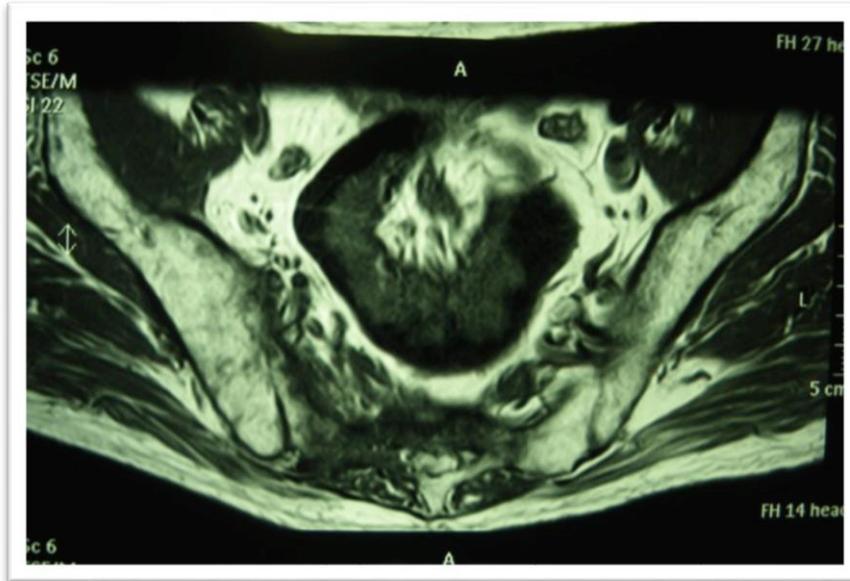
RMN pélvica: Invaginación colo-cólica secundaria a tumor vegetante, con afectación transmural, compatible con neoformación en unión recto-sigma.
